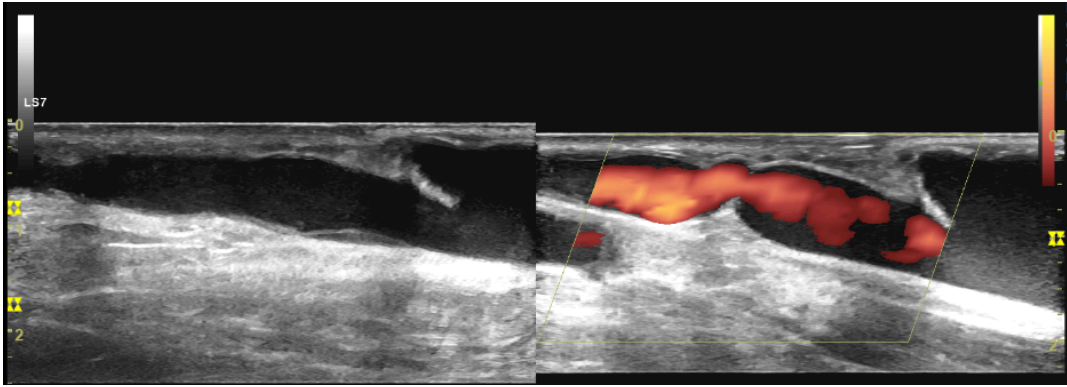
Échographie mode B montre le rétablissement du calibre de la veine (images comparatives)
